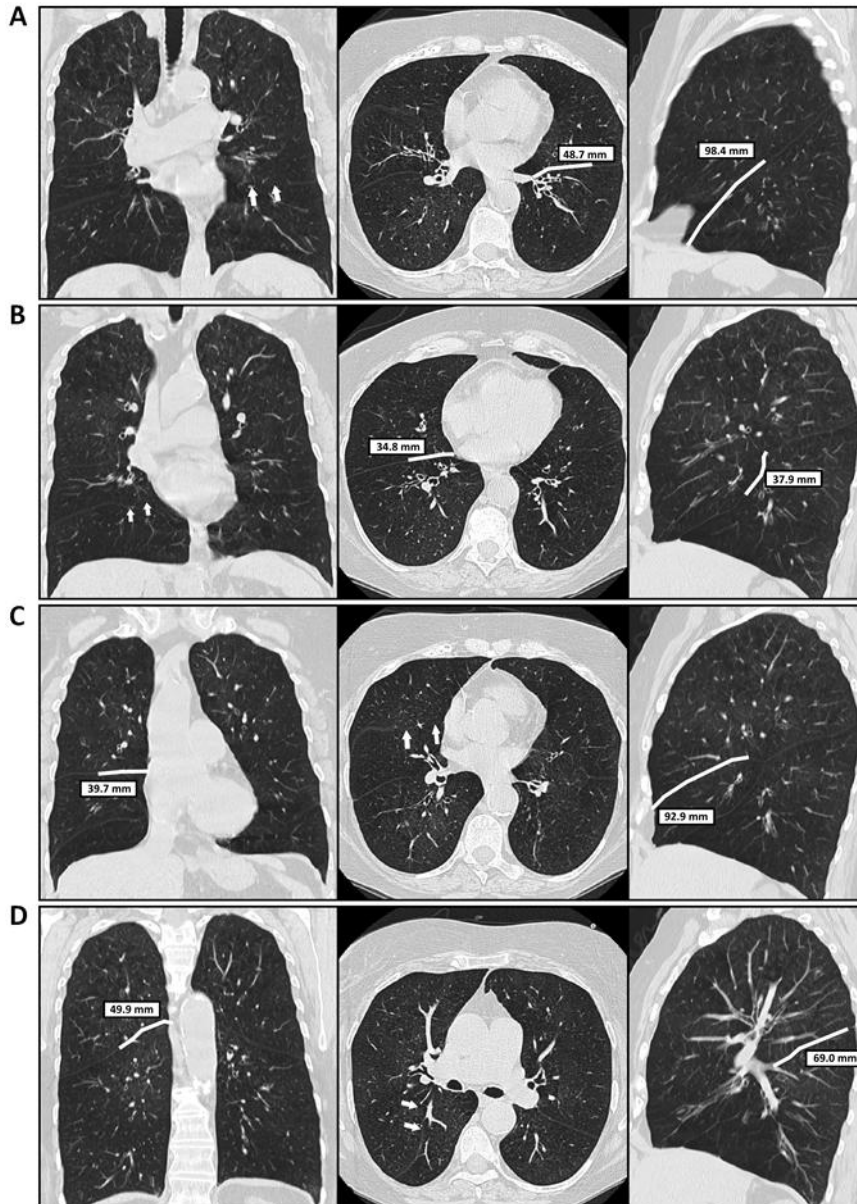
Fissurenanalyse mit HR-CT. Repräsentative Fissurenanalysen mit Beispielen für (A) Fissura obliqua sinistra, (B) caudale Fissura obliqua dextra, (C) Fissura horizontalis dextra, (D) craniale Fissura obliqua dextra.
